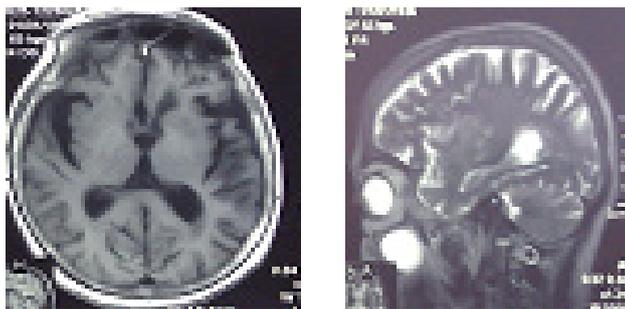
МРТ головного мозга после операции
